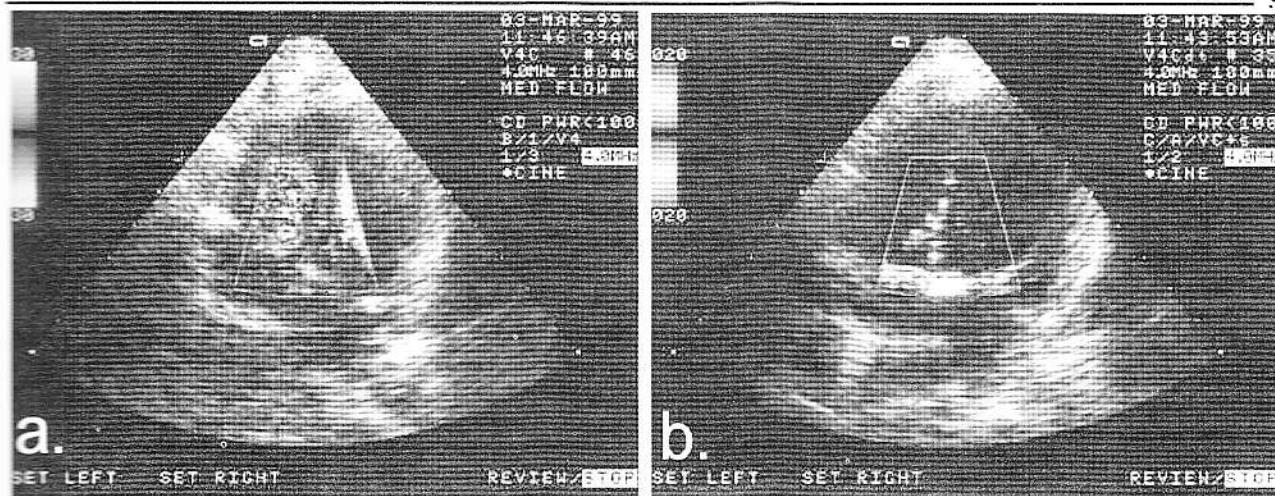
Ecografie Doppler tisulară a cordului. a) în modul Doppler color se colorează doar lumenul ventriculilor iar miocardul rămâne incolor; b) în modul Doppler tisular se colorează doar miocardul.
